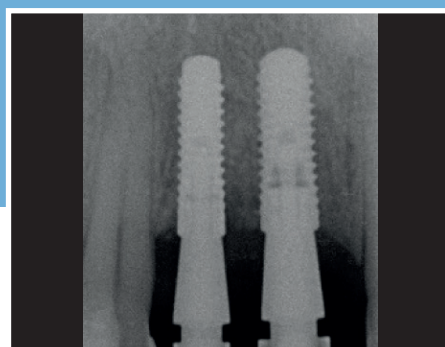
Radiografía intraoral después de 12 meses de la intervención de regeneración, al momento de entregar la prótesis definitiva.
